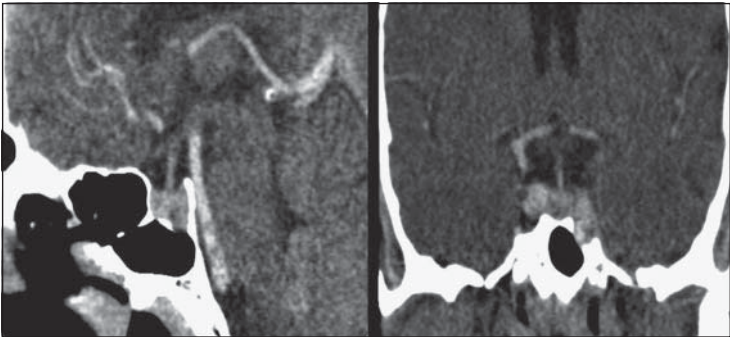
TAC de silla turca pre tratamiento.
